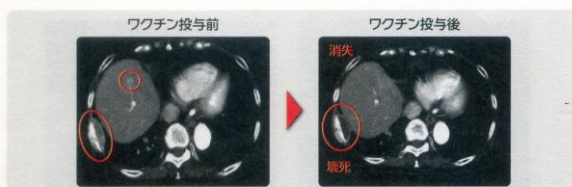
ワクチン後に腫瘍が縮小、消失、腫瘍内部が壊死した症例のCT写真。ワクチンを3回接種した1ヵ月後、腫瘍が縮小、消失、壊死した
